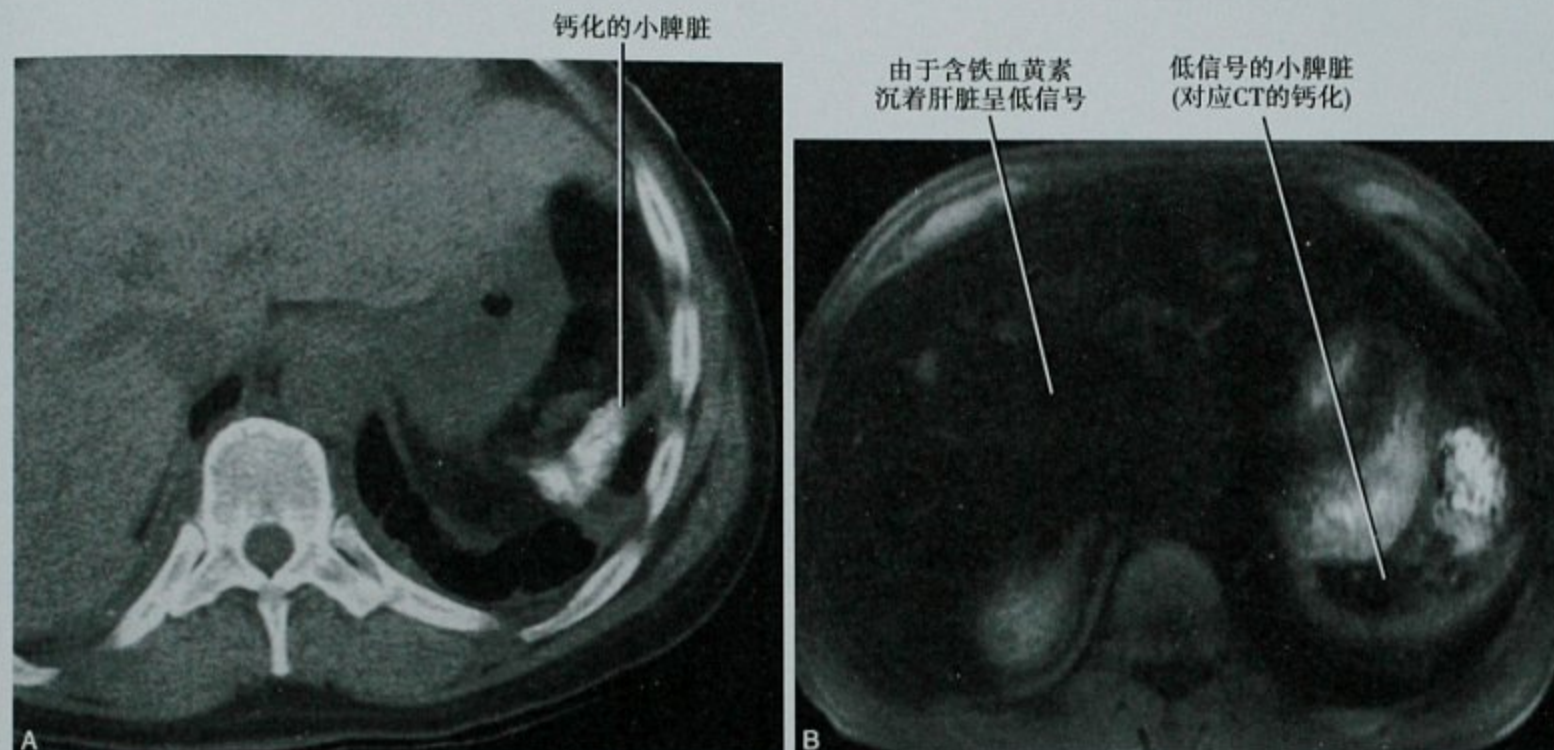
镰状细胞贫血患者,上腹部 CT 横断面平扫(A)和脂肪抑制 T1WI 磁共振扫描(B)显示小并钙化的脾脏以及肝脏色素沉积
